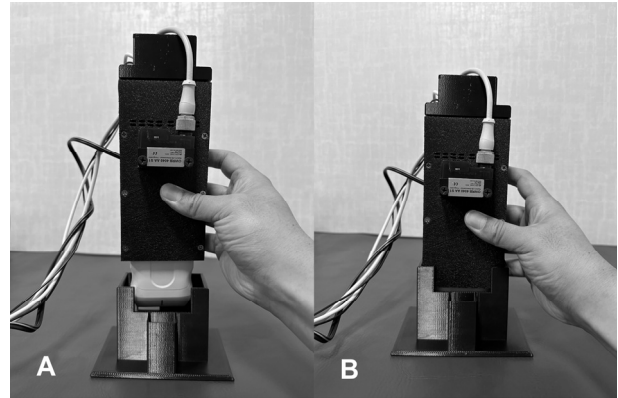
The algometer combined with an ultrasound device
